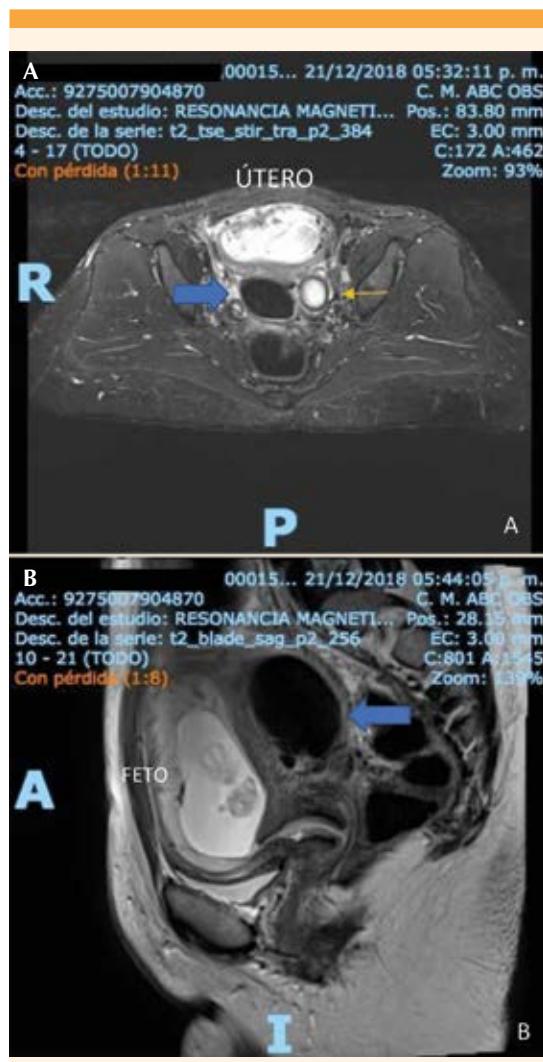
Imágenes obtenidas por resonancia magnética. A. Corte transverso. B. Corte sagital. La flecha gruesa corresponde a la imagen que quizás creó el efecto en espejo, reportada como probable fibroma. La flecha delgada indica la estructura reportada como probable folículo, dependiente del ovario izquierdo, en relación con posible endometriosis.
